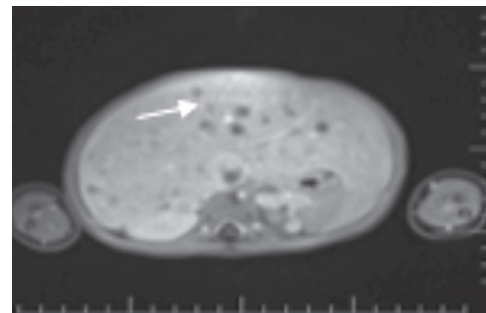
МРТ брюшной полости: гепатомегалия, множественные метастатические очаги в печени
